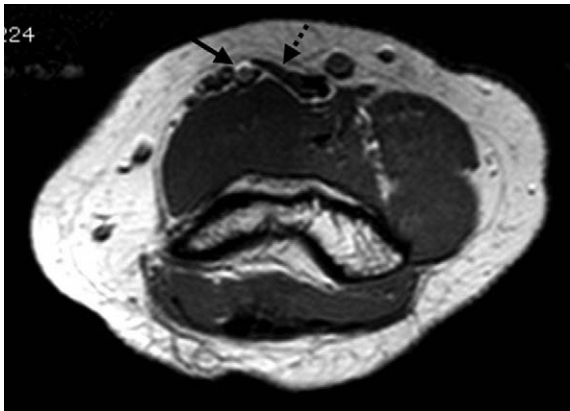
MRI scan showing the lateral antebrachial cutaneous nerve (black arrow) located just lateral side of the biceps tendon (dashed arrow).
